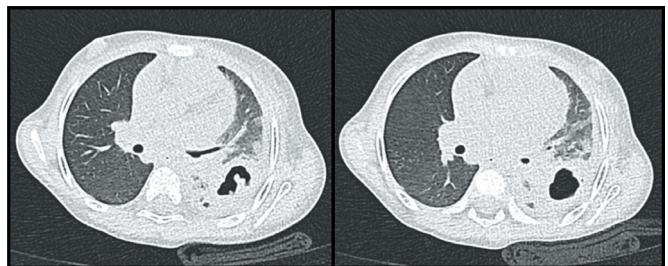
PTC del torace a To. Chest CT scan at To
